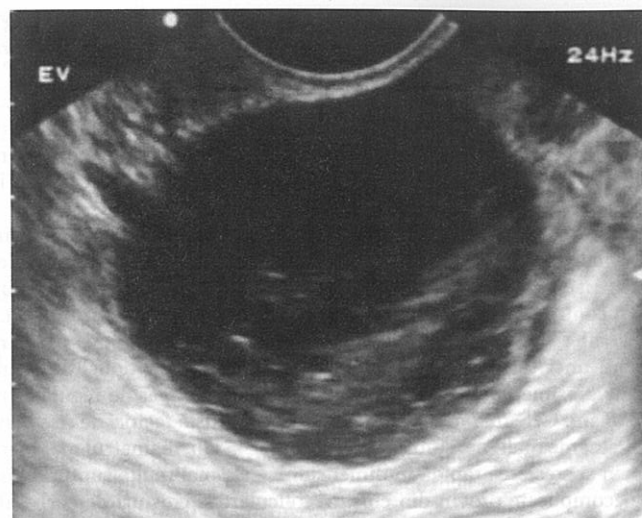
Chist hemoragic ovarian de 4 cm, identificat prin ecografie transvaginală. [Reprodus cu permisiunea Ma OJ, Mateer JR, Blavias M: *Emergency Ultrasound*, ediția a II-a © 2008, McGraw-Hill, New York, Fig. 14-10, p. 362]
